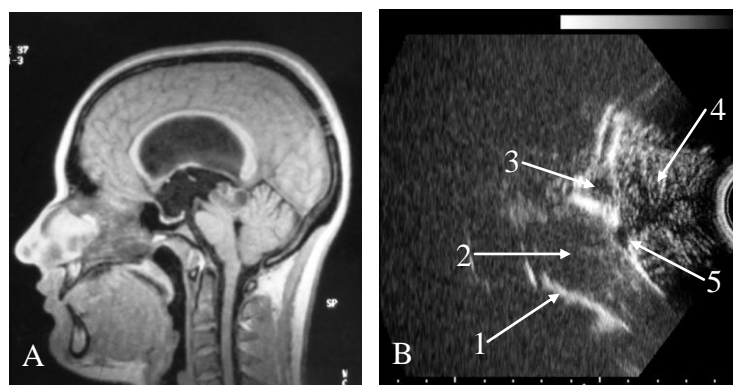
Ependimom solido-chistic de regiune pineală. A - IRM nativă; B - USIO în plan sagital: 1 - clivus, 2 - trunchi cerebral, 3 - tumoare solido-chistică, 4 - cerebel, 5 - cavitatea ventriculului
